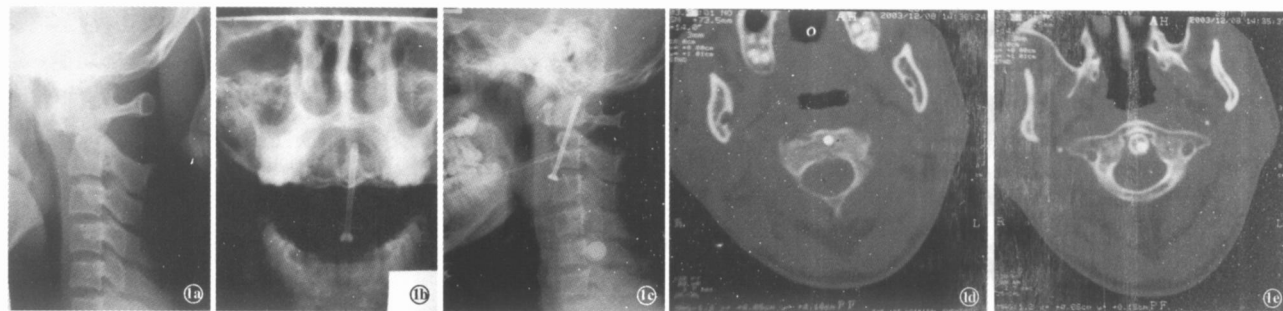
患者,男,23岁,型齿状突骨折 1a. 术前 X线侧位片; 1b. 齿状突螺钉固定术后正位片; 1c. 术后侧位片; 1d. 术后 CT扫描(进钉点); 1e. 术后 CT扫描(齿突顶点)
